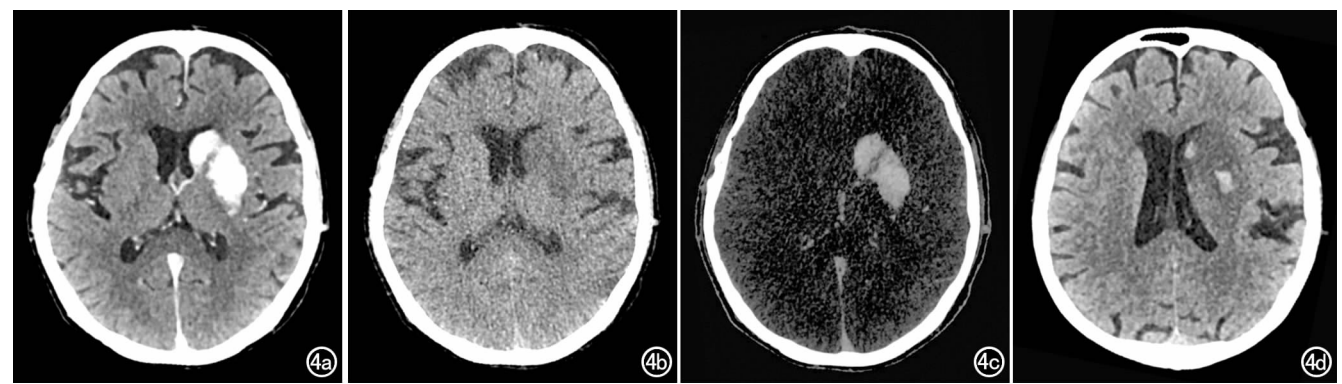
男, 66 岁, 右侧肢体无力 3.5h 急诊行血管内介入治疗, 术后 17min 行 DECT 扫描, 术后 42.5h 行常规 CT 检查。a) 混合图像示左侧基底节片状高密度区; b) VNC 图示左侧基底节稍低密度, 未见高密度影; c) IOM 图示左侧基底节高密度区的范围与混合图像上基本一致, 双能 CT 诊断混合图上的高密度区为对比剂外渗; d) 随访 CT 示左侧基底节出现高密度区, 提示后续出现出血性转化。
